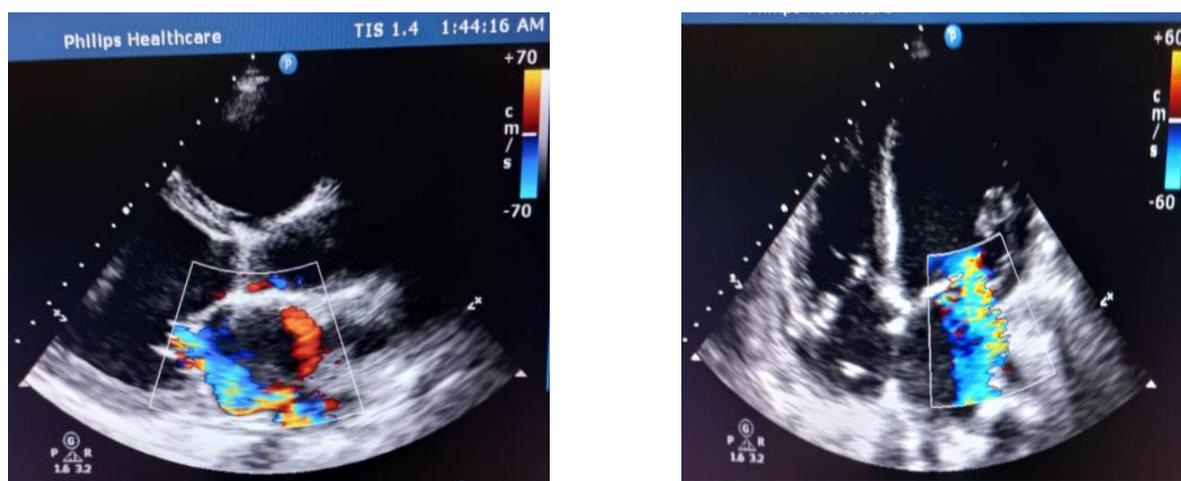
Эхокардиография пациентки Р., 39 лет. (от 10.05.2024 г)
